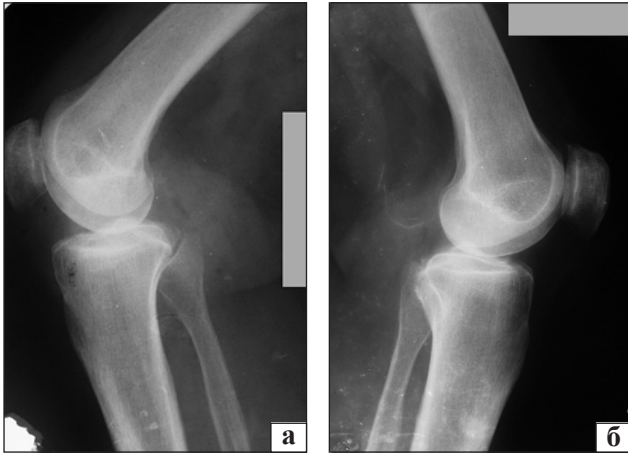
Рентгенограммы больной Л.: профильные проекции правого (а) и левого (б) коленных суставов
